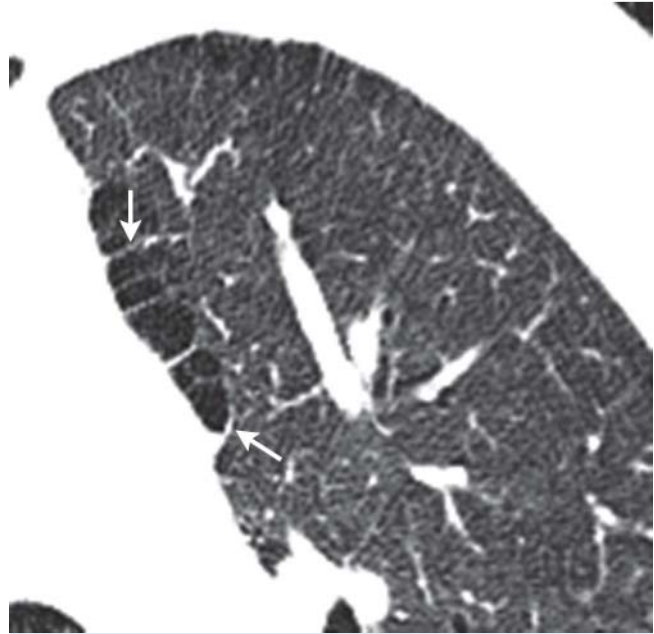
CT mit paraseptalem Emphysem: überwiegend subpleural lokalisiertes Emphysem mit erkennbaren intakten Interlobulärsepten (Pfeile).
